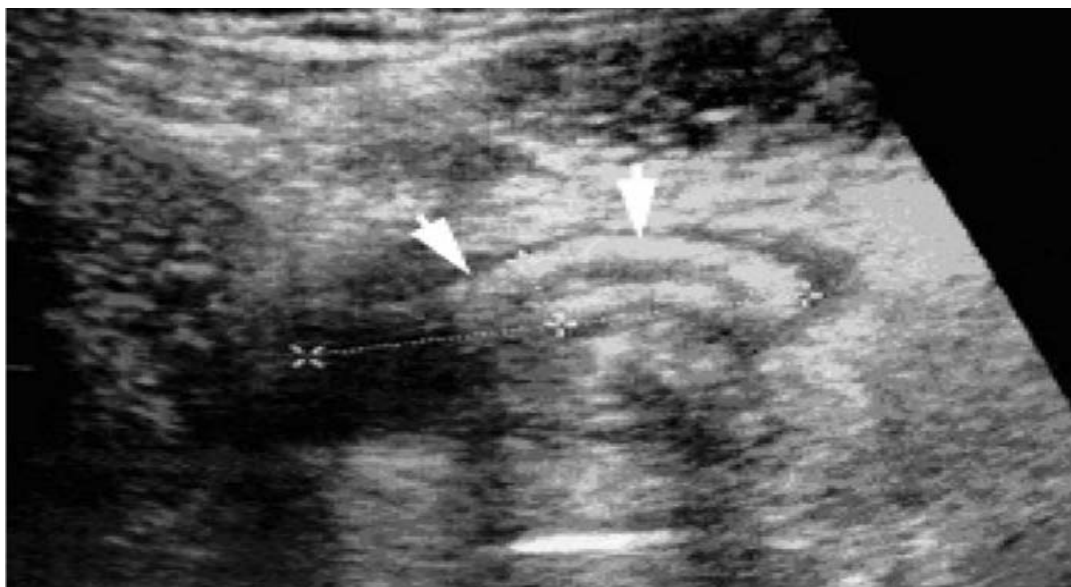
Image échographique d'un appendice tuméfié en rapport avec une appendicite aiguë
